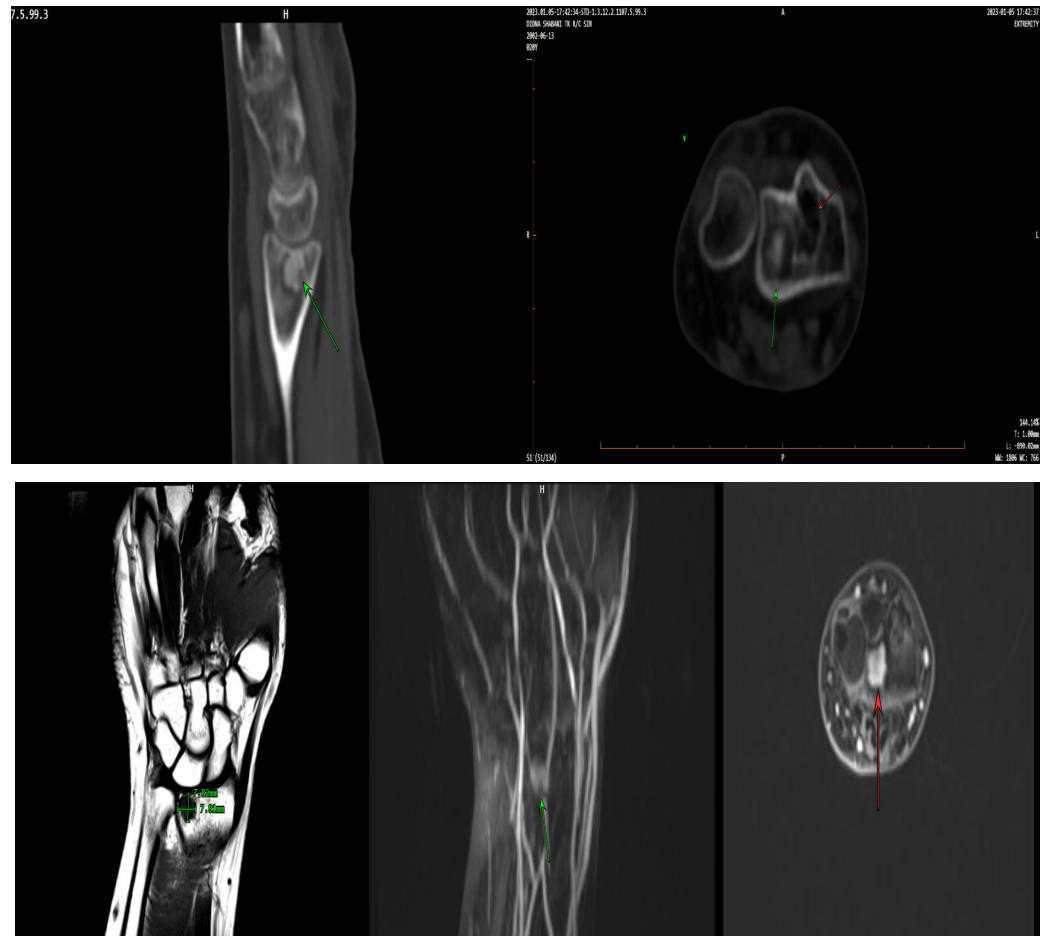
Paciente 20 vjeçare e cila pas një trajtimi të pasuksesshëm kirurgjik për të hequr OO, realizon CT dhe MRI të regjionit radiokarpal:
